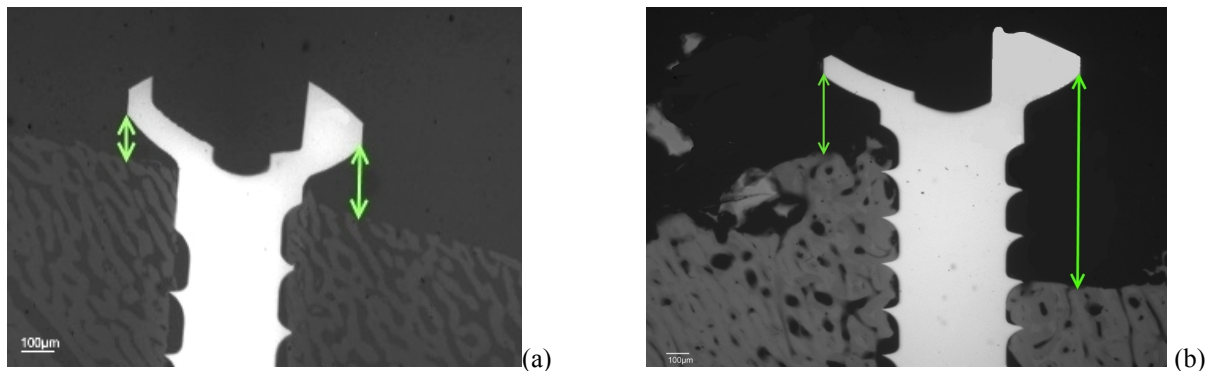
Knochenresorption auf der Testseite (a) und Kontrollseite (b), gemessen anhand des Abstandes vom Kopf der Osteosyntheseschraube zum Transplantat auf beiden Seiten; Mikroradiographie
